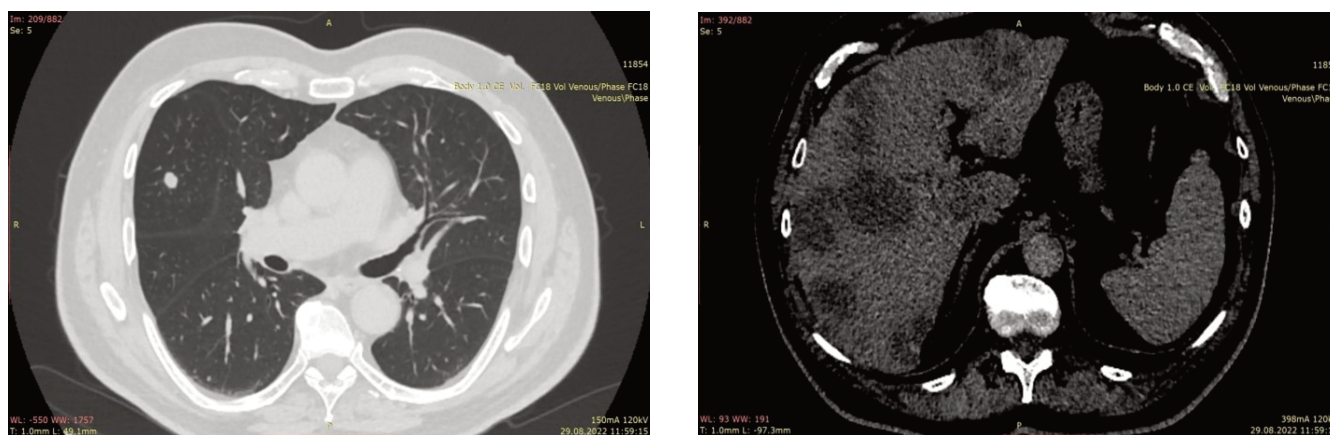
КТ грудной клетки и брюшной полости с в/в контрастированием после 3-й линии Увеличения размеров метастатических очагов в легких, печени
